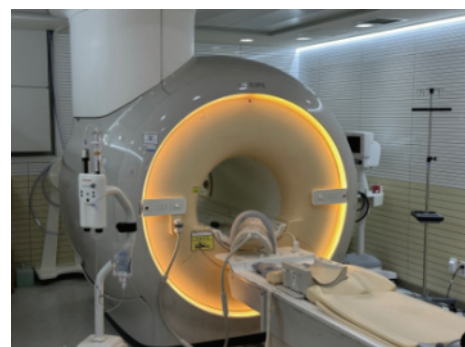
Ingenia 3.0T CX MRI, PHILIPS, Netherlands.
